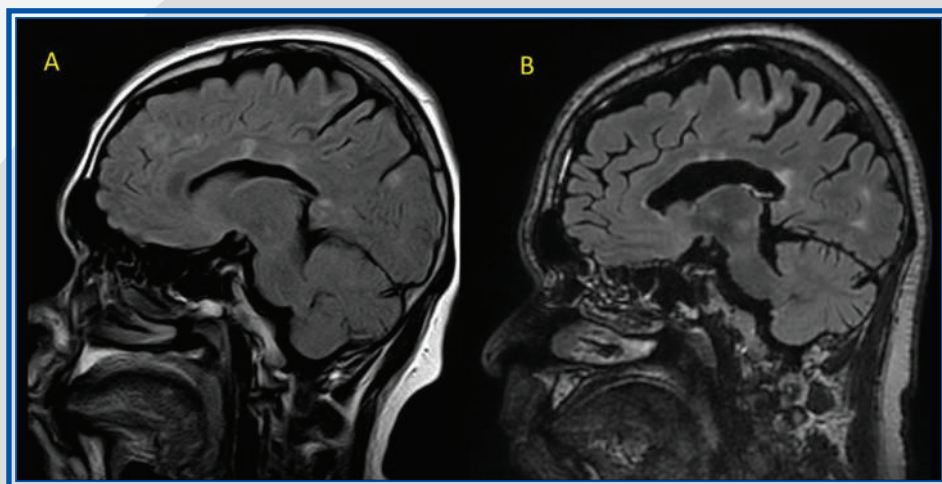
Capítulo 15. Resonancia magnética de cerebro en cortes sagitales en secuencias FLAIR, de resonancias magnéticas del mismo paciente, realizadas en 2008 (A) y en 2021 (B), con un incremento en el número de lesiones desmielinizantes a nivel periventricular y yuxtacortical, asociado a un cuerpo calloso adelgazado de aspecto atrófico, con disminución de volumen cerebral evidenciado por un aumento en la profundidad del espacio subaracnoideo.
